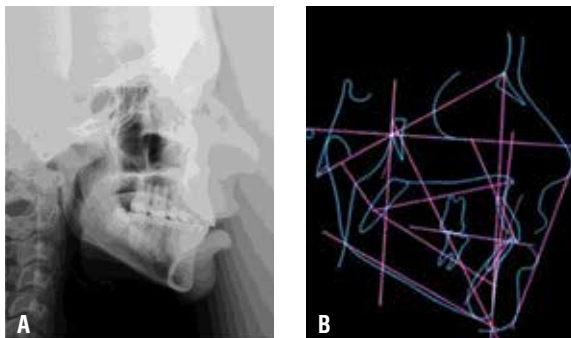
(A-B) – A) Telerradiografia final em norma lateral e B) traçado cefalométrico.
